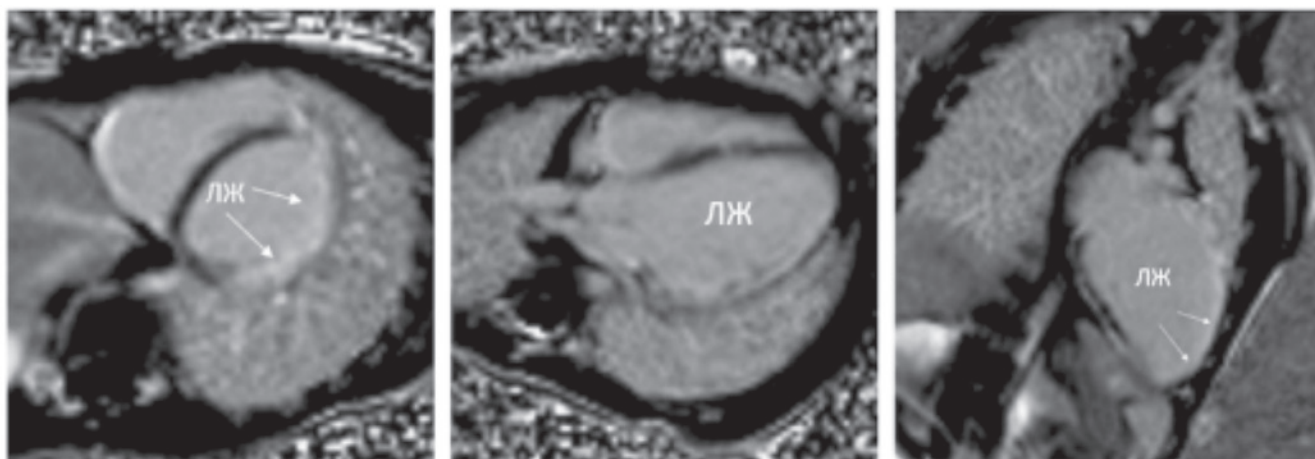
МРТ сердца с контрастированием, стрелками указаны области фиброза миокарда левого желудочка (большой критерий)
